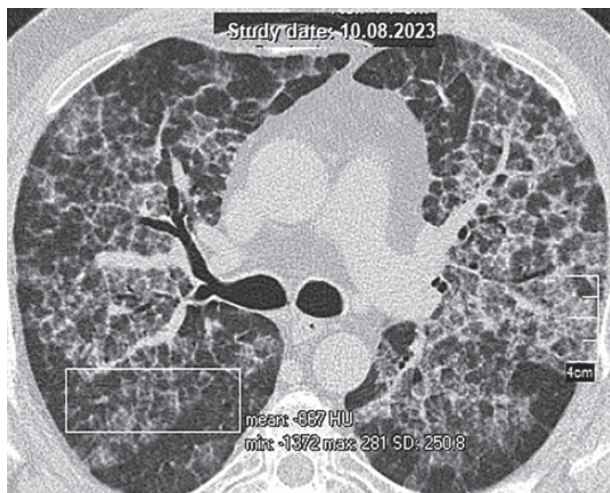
КТ легень пацієнта С. від 10.08.2023 (ліворуч), аксіальний зріз на рівні біфуркації трахеї.
